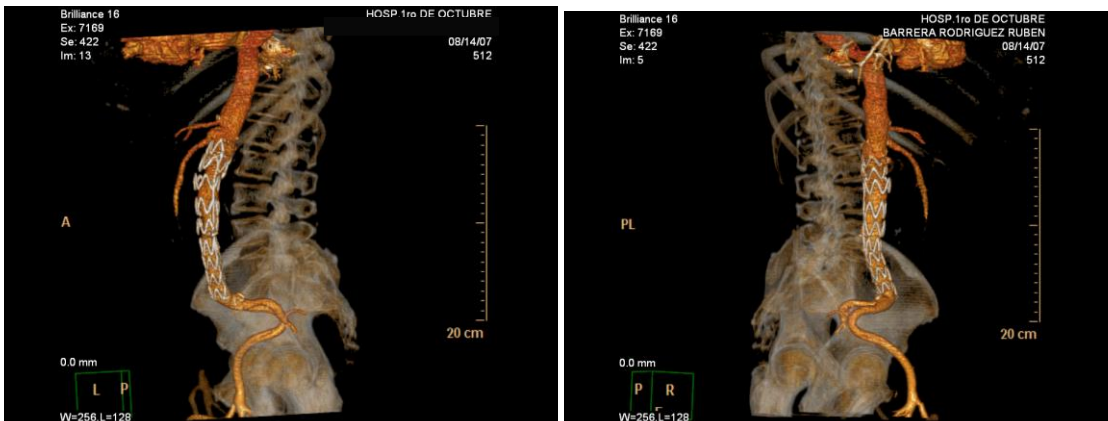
A, B, C Y D angiotomografía 3D de aorta e iliacas comunes con presencia de endoprotesis, con adecuado posicionamiento y sin presencia de complicaciones.
